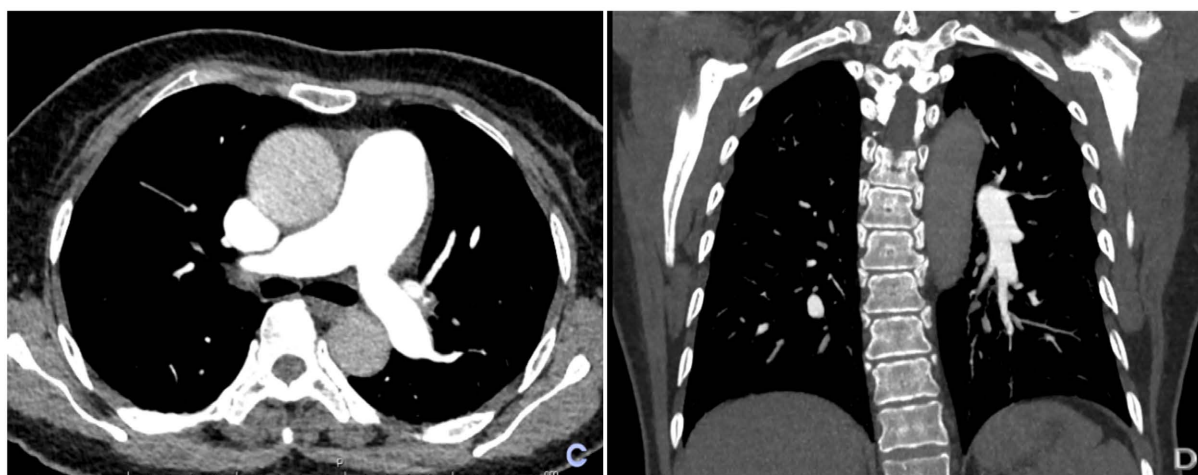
CT findings of pulmonary artery: (C) Widening of main pulmonary artery; (D) No signs of pulmonary embolism
